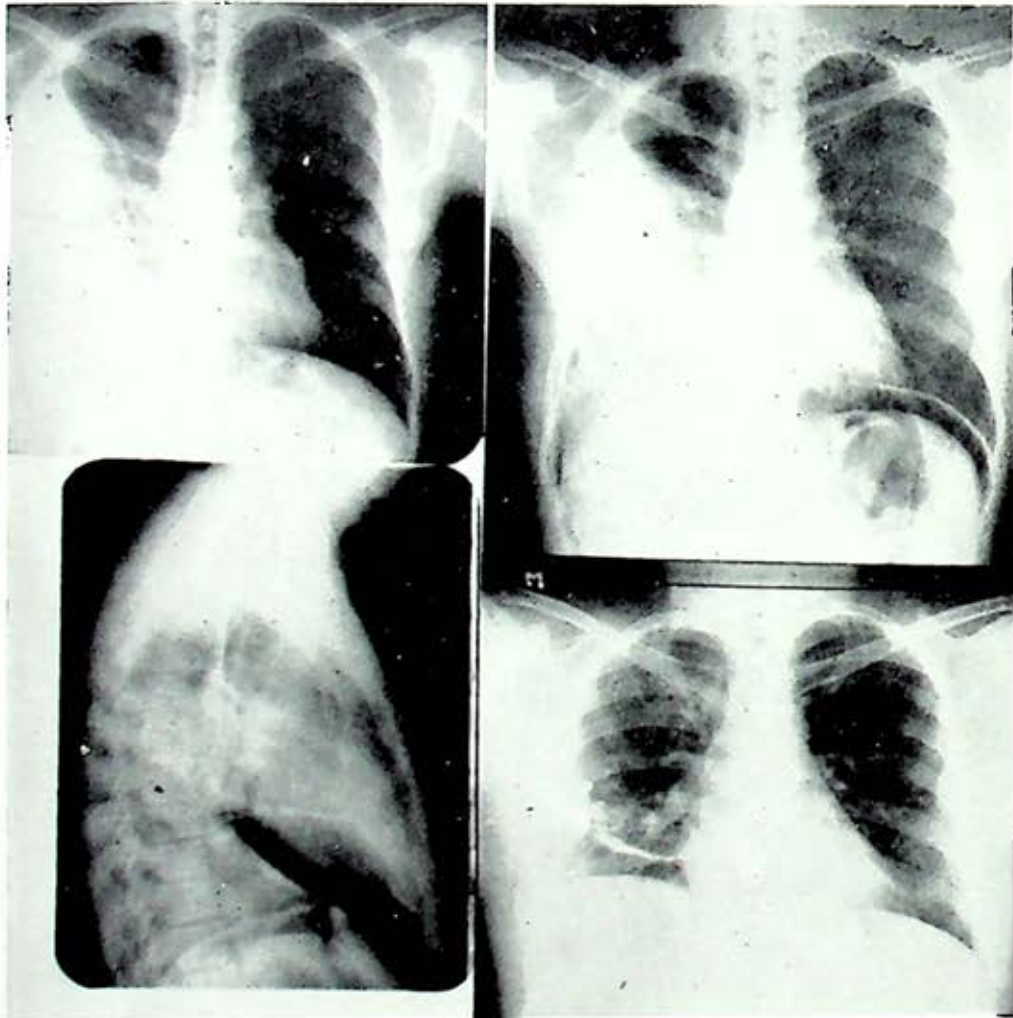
Radiografía de ingreso, imagen de derrame pleural derecho. FIG. 10. Neumoperitoneo diagnóstico, sínfisis hepatodiafragmática derecha. FIG. 11. Lateral del neumoperitoneo, sínfisis hepatodiafragmática y ascenso del hemidiafragma derecho. FIG. 12. Radiografía con que fue dado de alta, quedando como secuelas: paquipleuritis marginal y deformación de la cúpula diafragmática.
